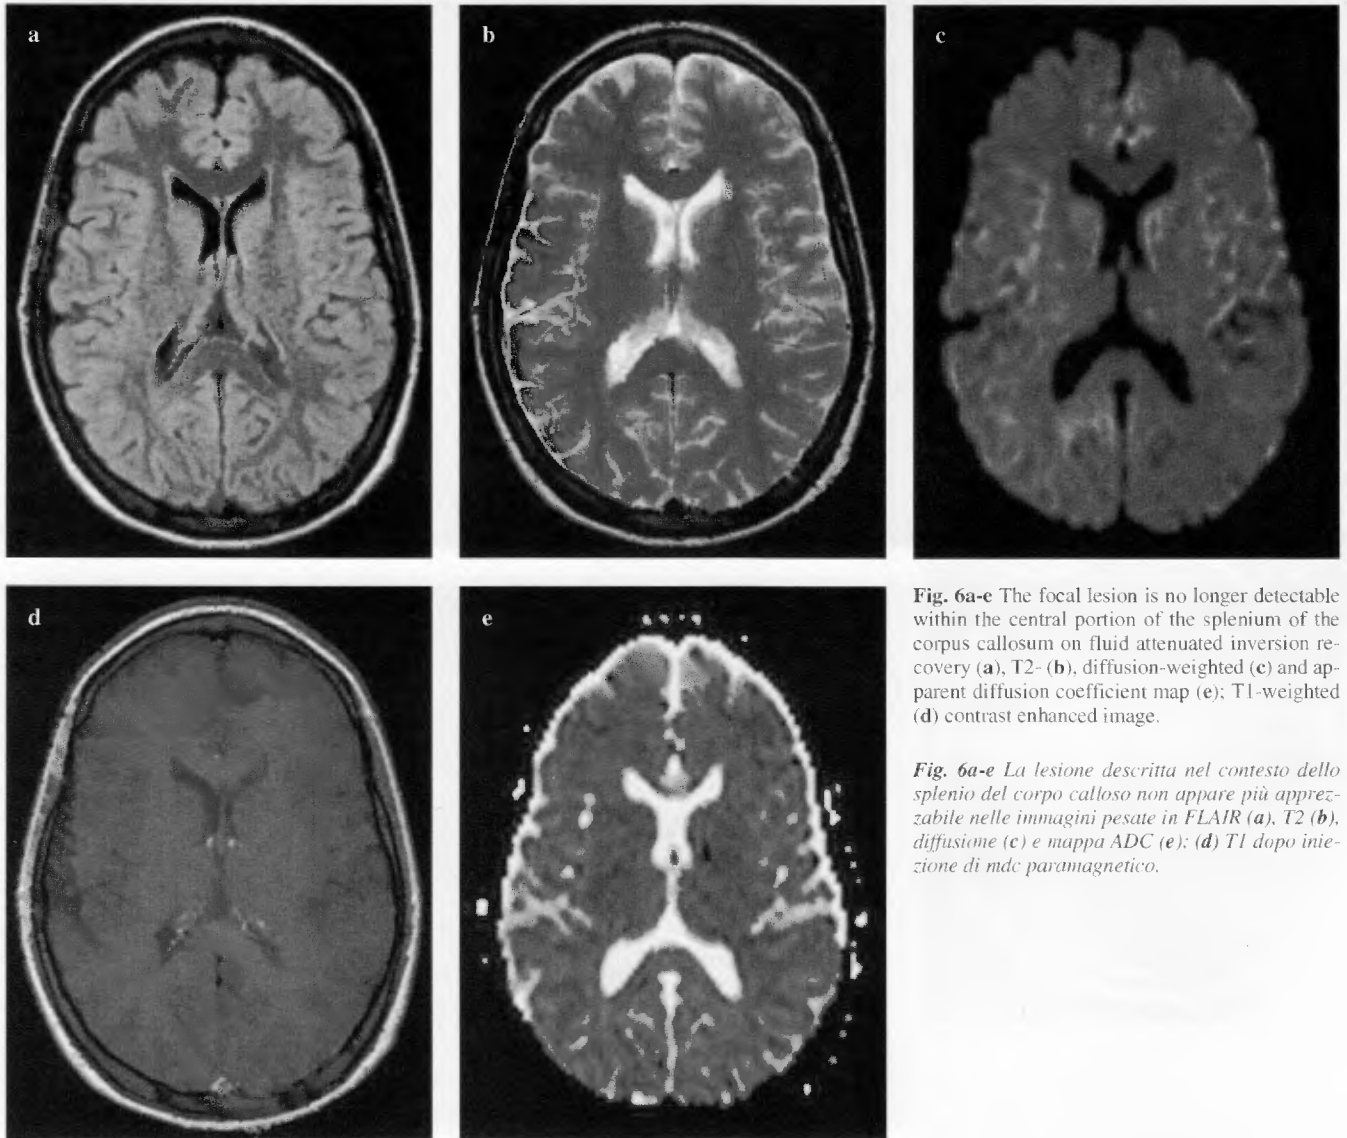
The focal lesion is no longer detectable within the central portion of the splenium of the corpus callosum on fluid attenuated inversion recovery (a), T2- (b), diffusion-weighted (c) and apparent diffusion coefficient map (e); T1-weighted (d) contrast enhanced image.
